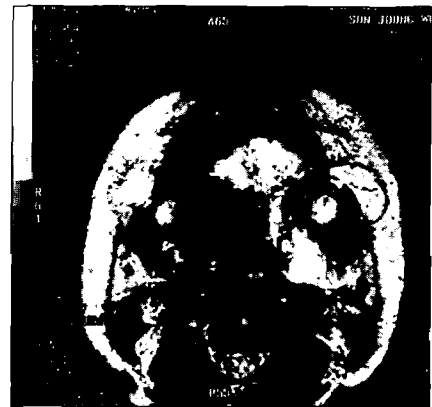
술전 자기공명영상촬영(MRI) 소견 (수평면).
